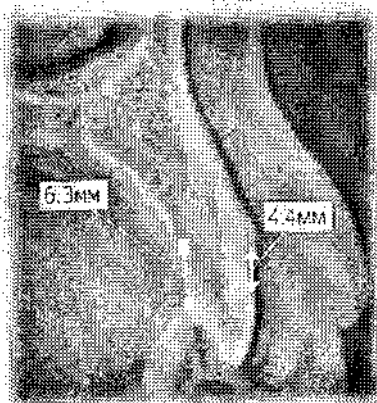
Пацієнт Т. Сагітальна проекція на КТ зубу 13.
